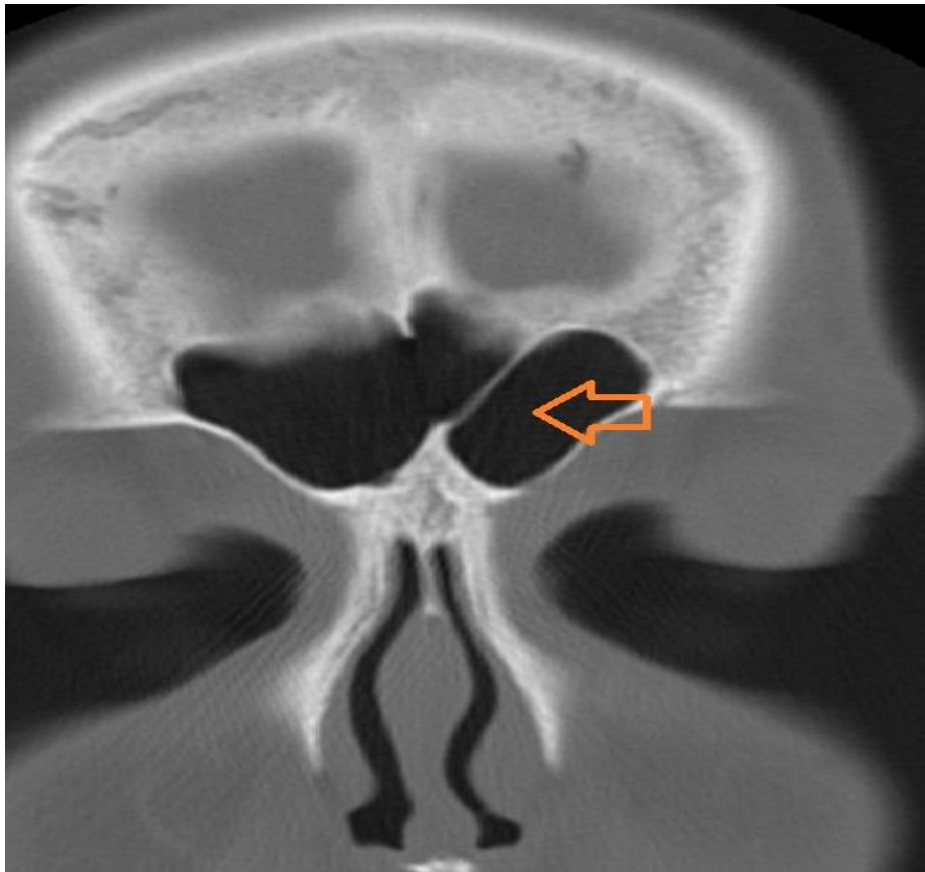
Девіація міжпазухової перегородки. СКТ. Коронарна реконструкція.
